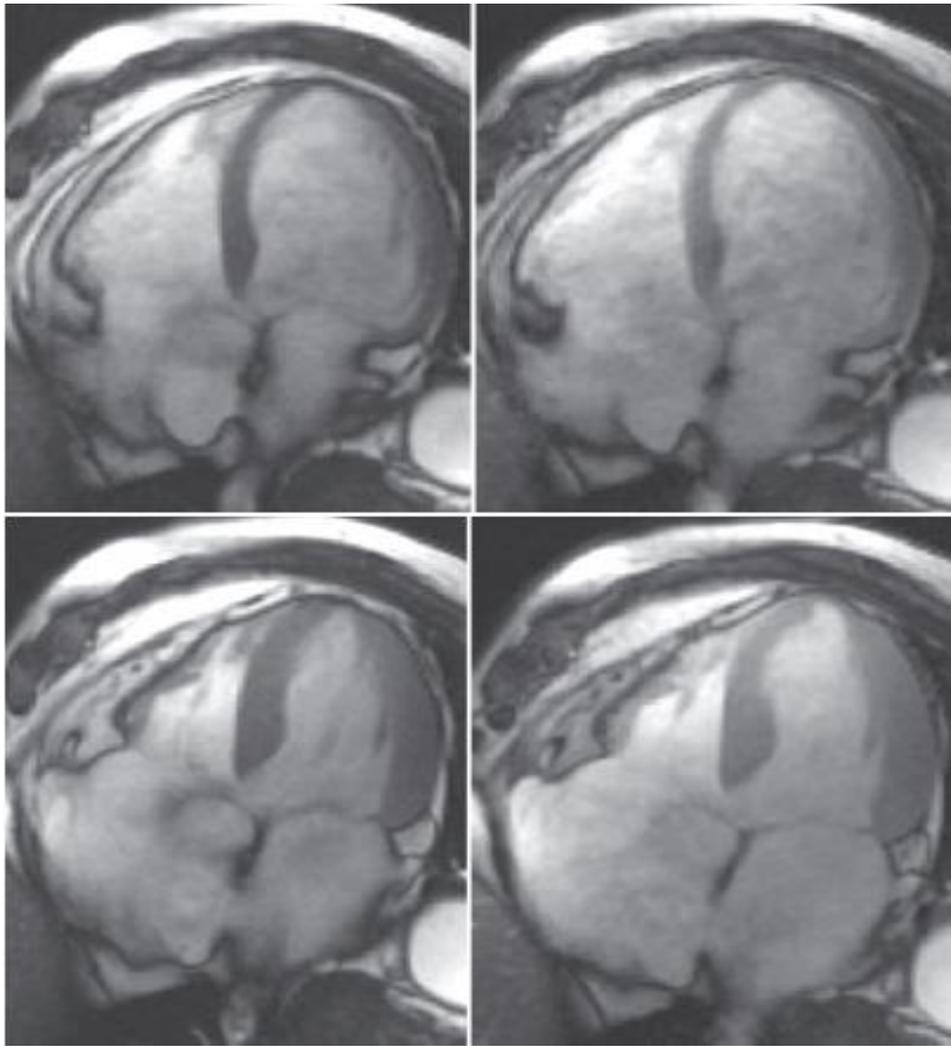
Нагрузочное МРТ сердца выявило гипокинез верхушки во время дипиридамолового теста (справа)
